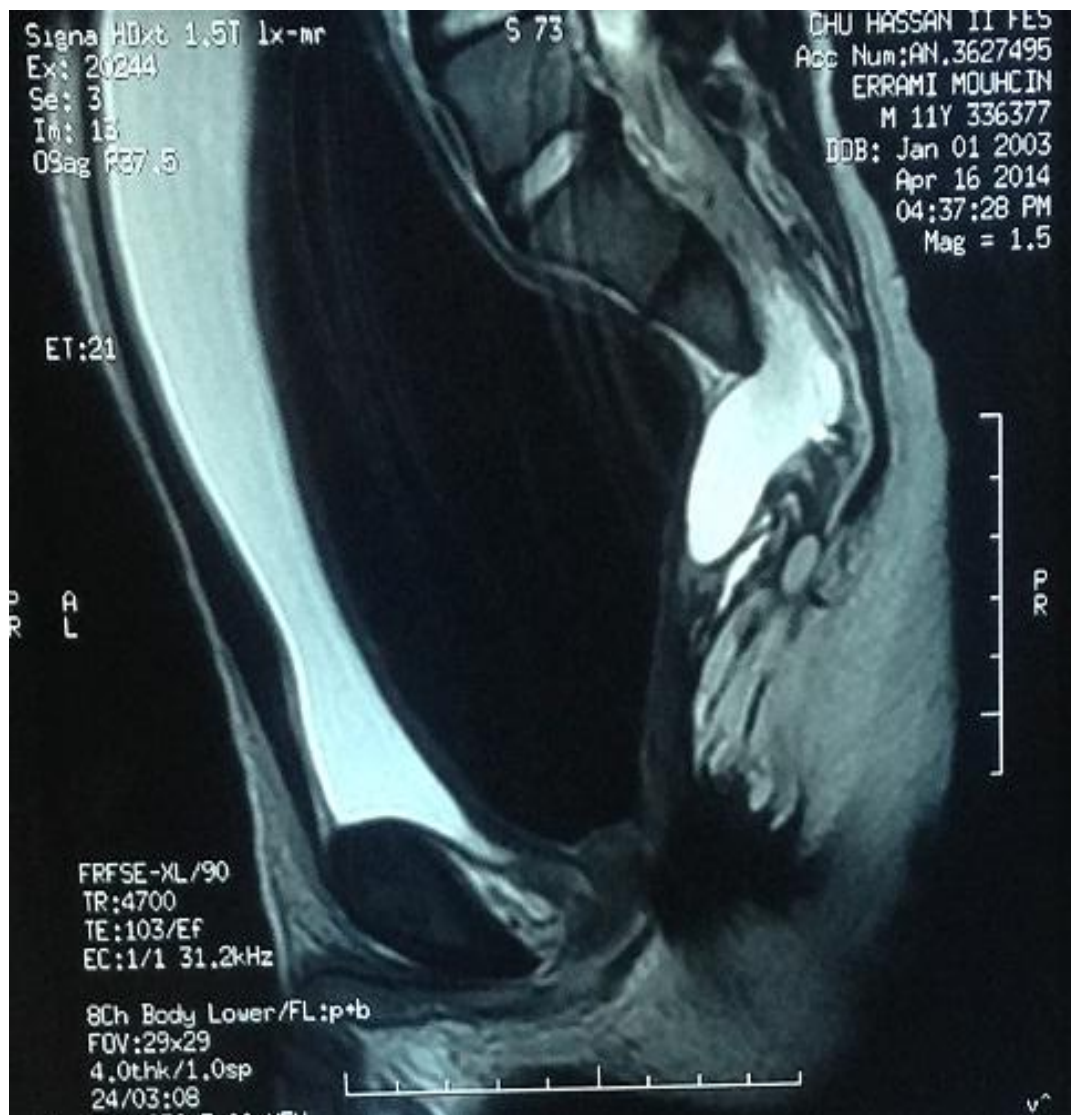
Aspect IRM en faveur d'un syndrome de Curarino, associant une agénésie partielle sacrée, une meningoçèle antérieure et une moelle basse attachée
